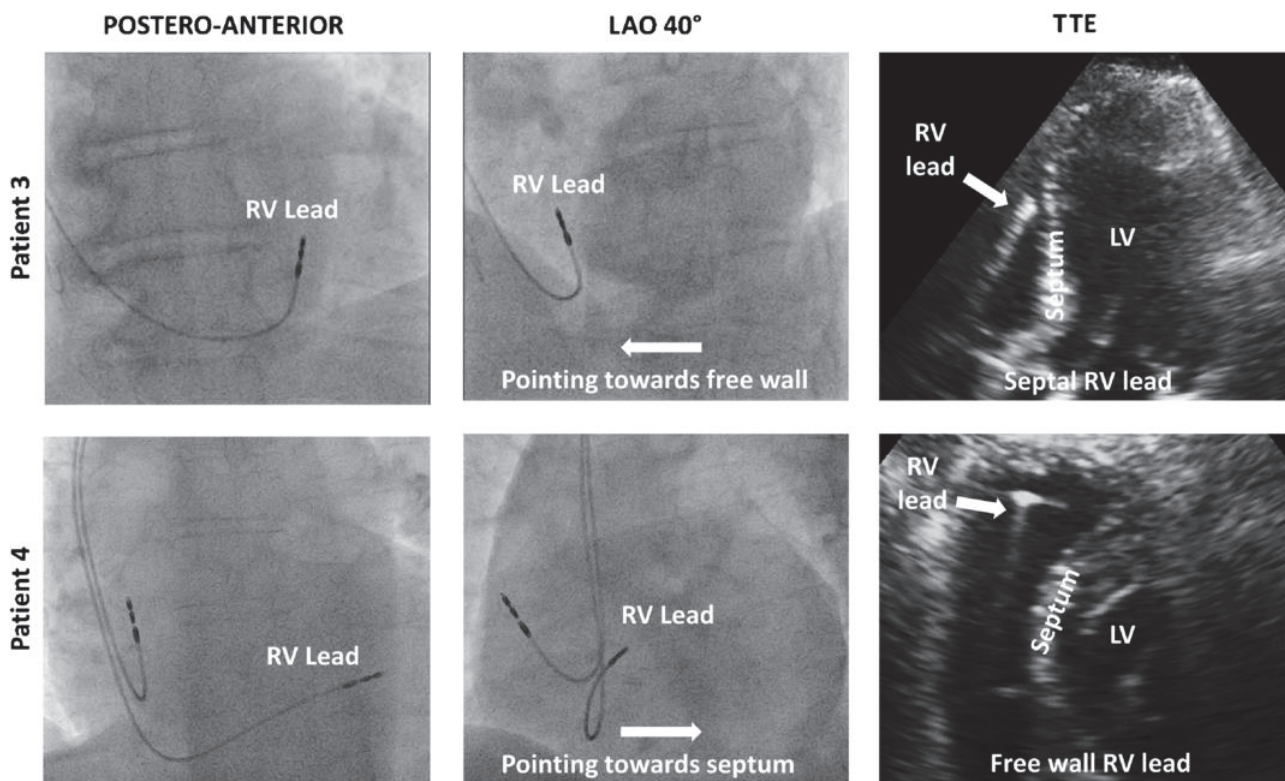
Exemple de patients avec une position fluoroscopique erronée par rapport à l'échographie
